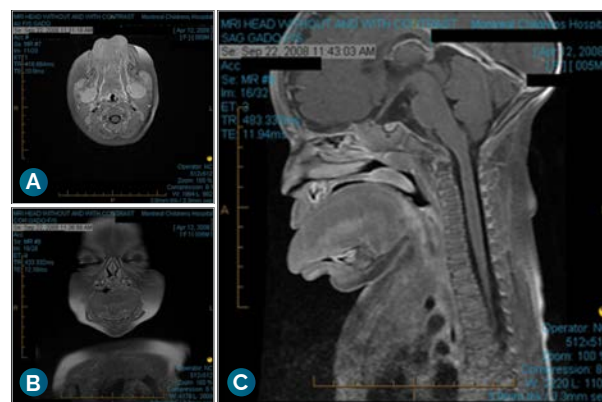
Étude de cas : A - La coupe IRM axiale montre une saillie et une asymétrie de la langue B - La coupe IRM coronale montre les voies respiratoires restreintes et les problèmes de dentition C - La coupe IRM sagittale montre la restriction des voies respiratoires et le volume de la langue
